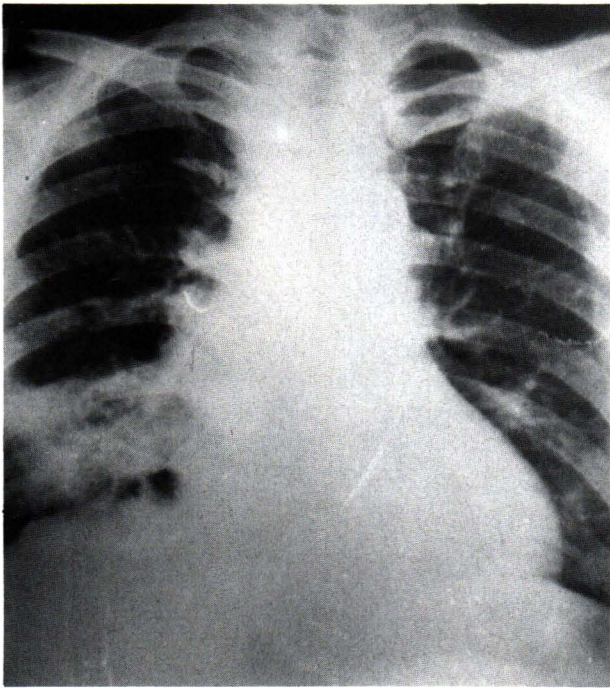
Chest roentgenogram shows inhomogenous infiltrates in right middle lobe.
